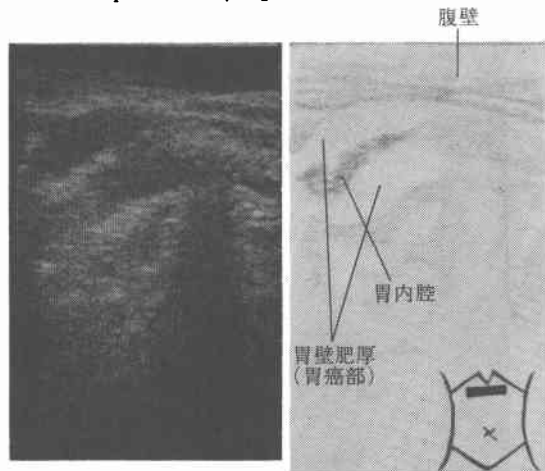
症例4の胃超音波断層像(横走査) “pseudokidney sign”
